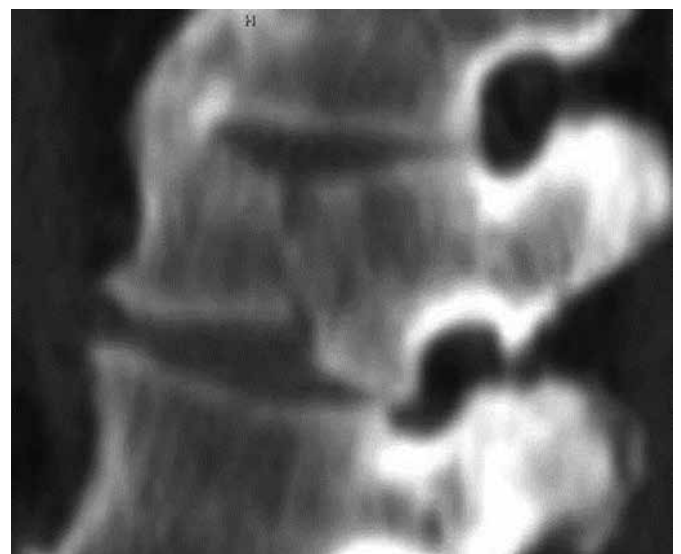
Fractura A.2.2. Tipo hendidura coronal en un corte sagital por TC.
